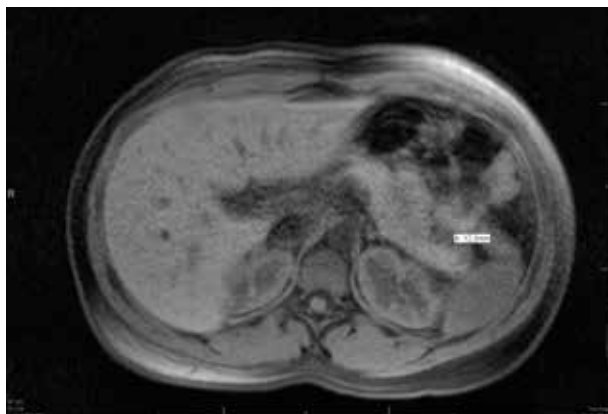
RMN ponderada em T1: imagem axial que demonstra a presença de insulinoma com 12,3mm de maior diâmetro.
